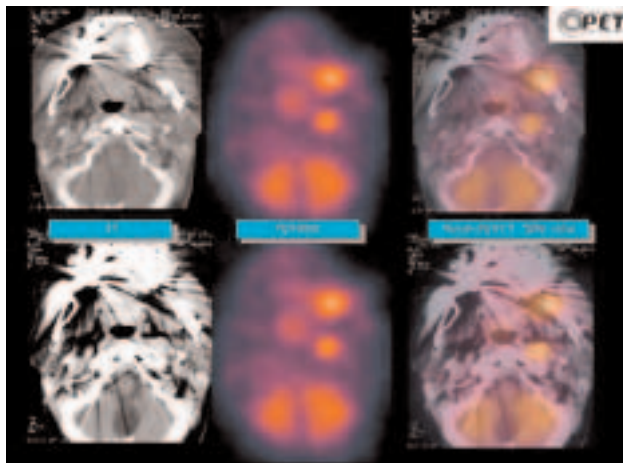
Carcinoma de lengua ya tratado con cirugía y radioterapia, sospecha clínica de recidiva. 3A: proyecciones volumétricas coronal y oblicua anterior izquierda donde se aprecia un depósito de elevada intensidad de FDG que corresponde a una recidiva local y un segundo depósito más pequeño y posterior que corresponde a una adenopatía no sospechada.
